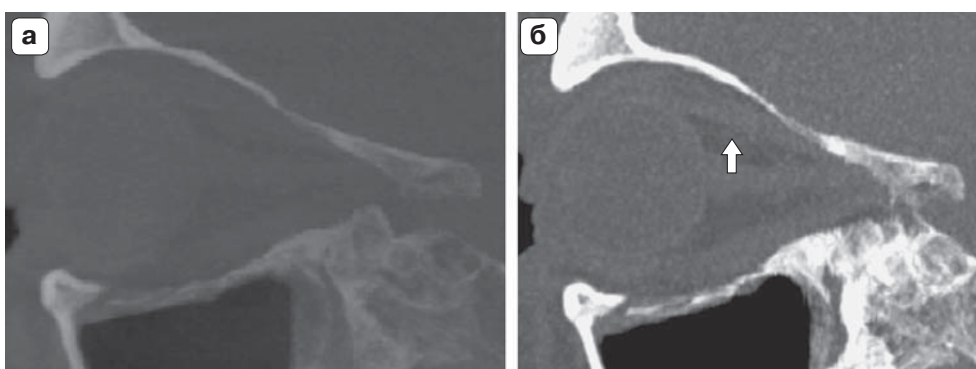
КТ-изображения, MPR в кососагиттальной плоскости. а – КЛКТ, б – МСКТ. Гематома ретробульбарной клетчатки (стрелка) при КЛКТ убедительно не визуализируется.
